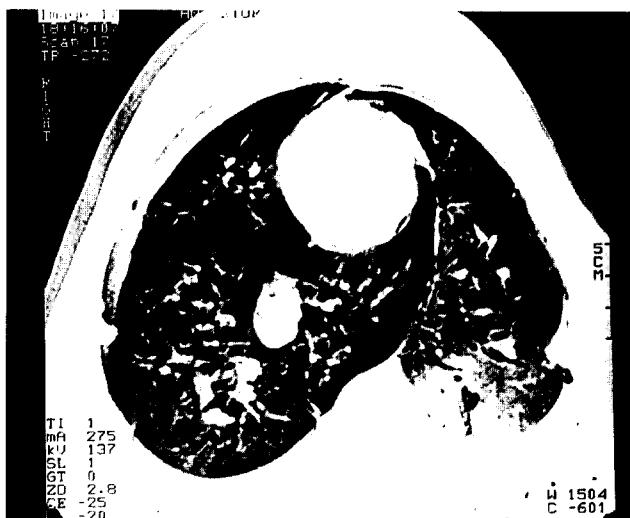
Appearance of chest computed tomogram on third postoperative day in LPDG. It shows much better condition than immediate postoperative view.
